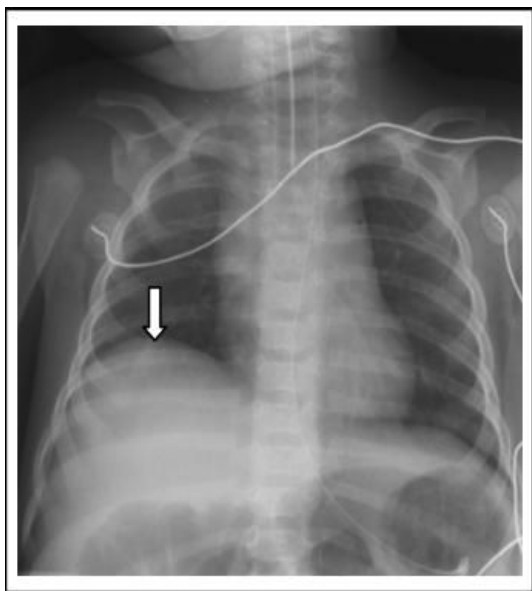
Röntgenaufnahme des Thorax a.-p. eines Patienten im Alter von 8 Wochen. Markiert ist der Zwerchfellhochstand rechts.
